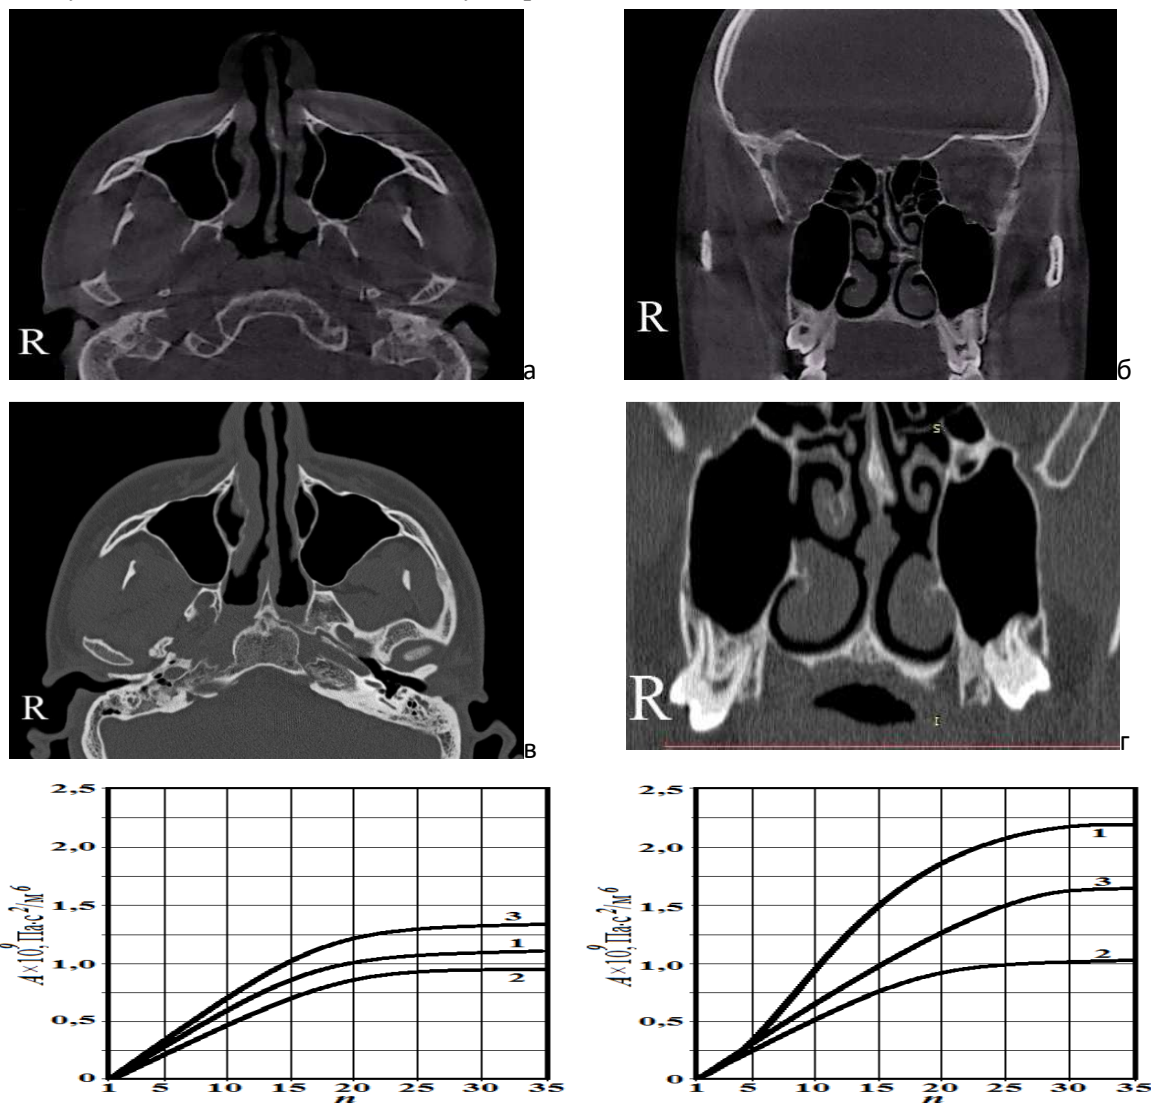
Ілюстрація результатів функціональної ринохірургії з урахуванням комп'ютерного планування: а) вихідна аксіальна СКТ, б) вихідна фронтальна МПР, в) аксіальна СКТ в післяопераційному періоді через 4 тижні, г) фронтальна МПР в післяопераційному періоді через 4 тижні, зміна аеродинамічного носового опору для правого (д) і лівого (е) носових каналів (1 – передопераційні дані, 2 – прогнозовані дані, 3 – дані фактичного результату операції через 4 тижні).
